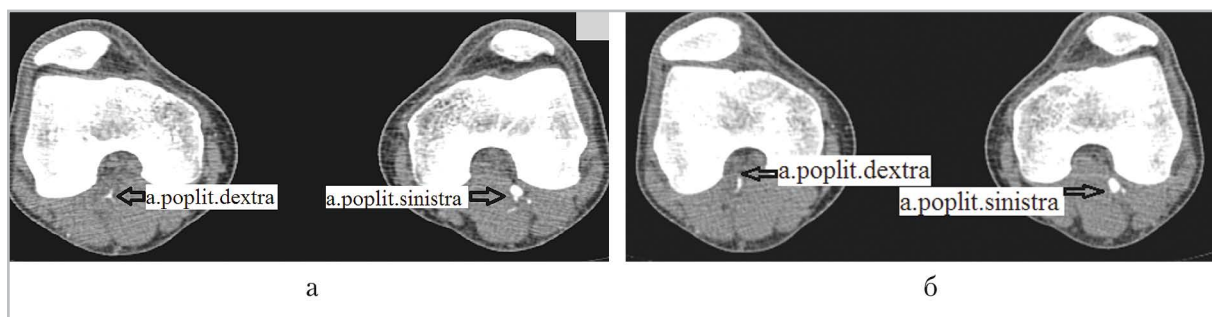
КТ-ангиограммы нижних конечностей в аксиальной плоскости: гемодинамически значимый стеноз правой подколенной артерии кистами адвентиции (а); сужение просвета правой подколенной артерии по типу «кривой турецкой сабли» (б); просвет левой подколенной артерии не изменен (а, б)
